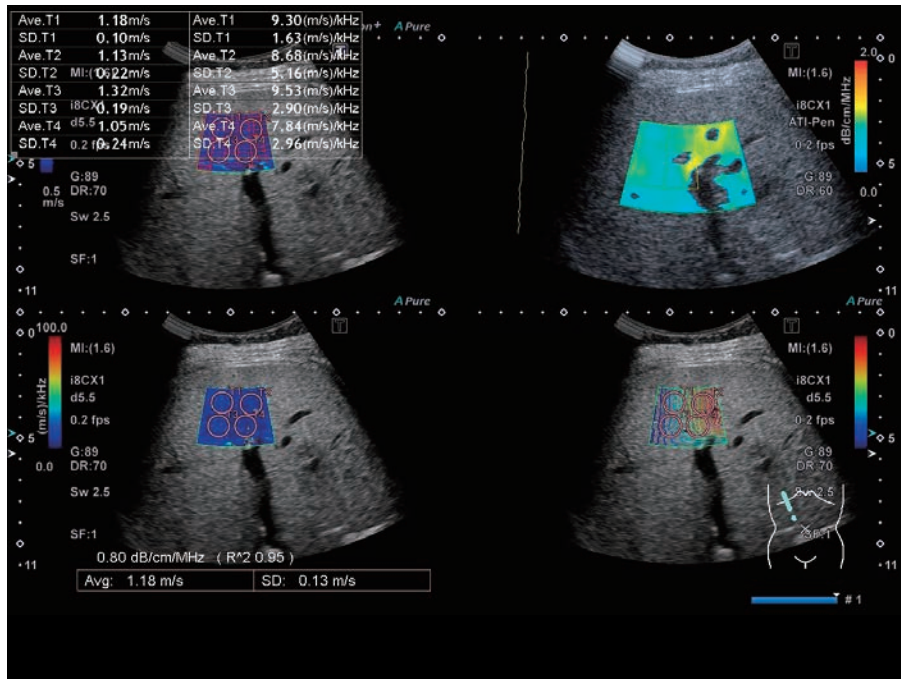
同一画面で測定したD215-4超音波減衰法検査とD215-3超音波エラストグラフィ。
